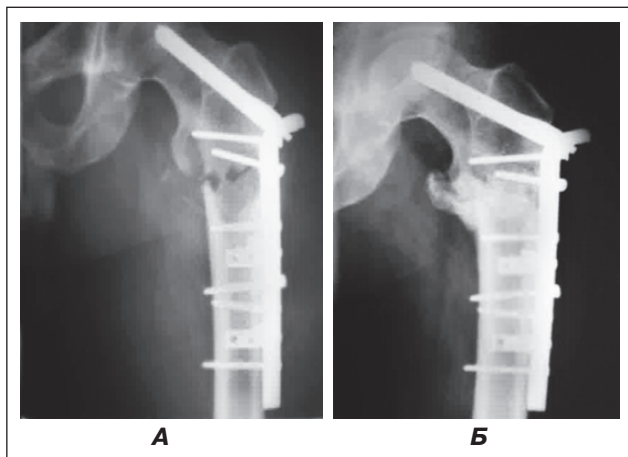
Рентгенограма хворого Д. із пухлиною підвертлюжної ділянки СК:
